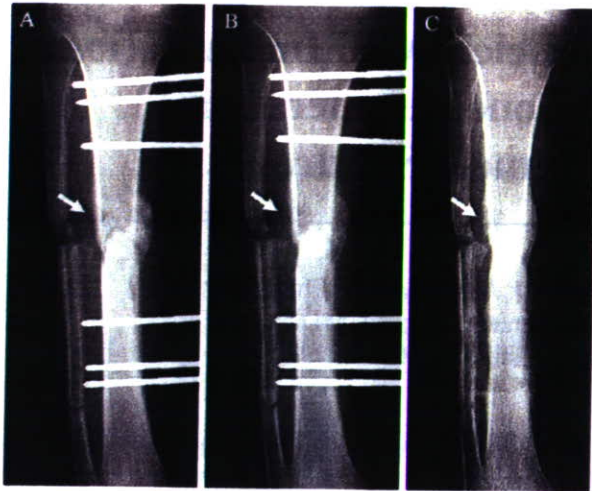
Radiographs of the fractured bones before (Panel A), at 1 month after (Panel B), and 6 months after (Panel C) autologous bone marrow mononuclear cell implantation.
